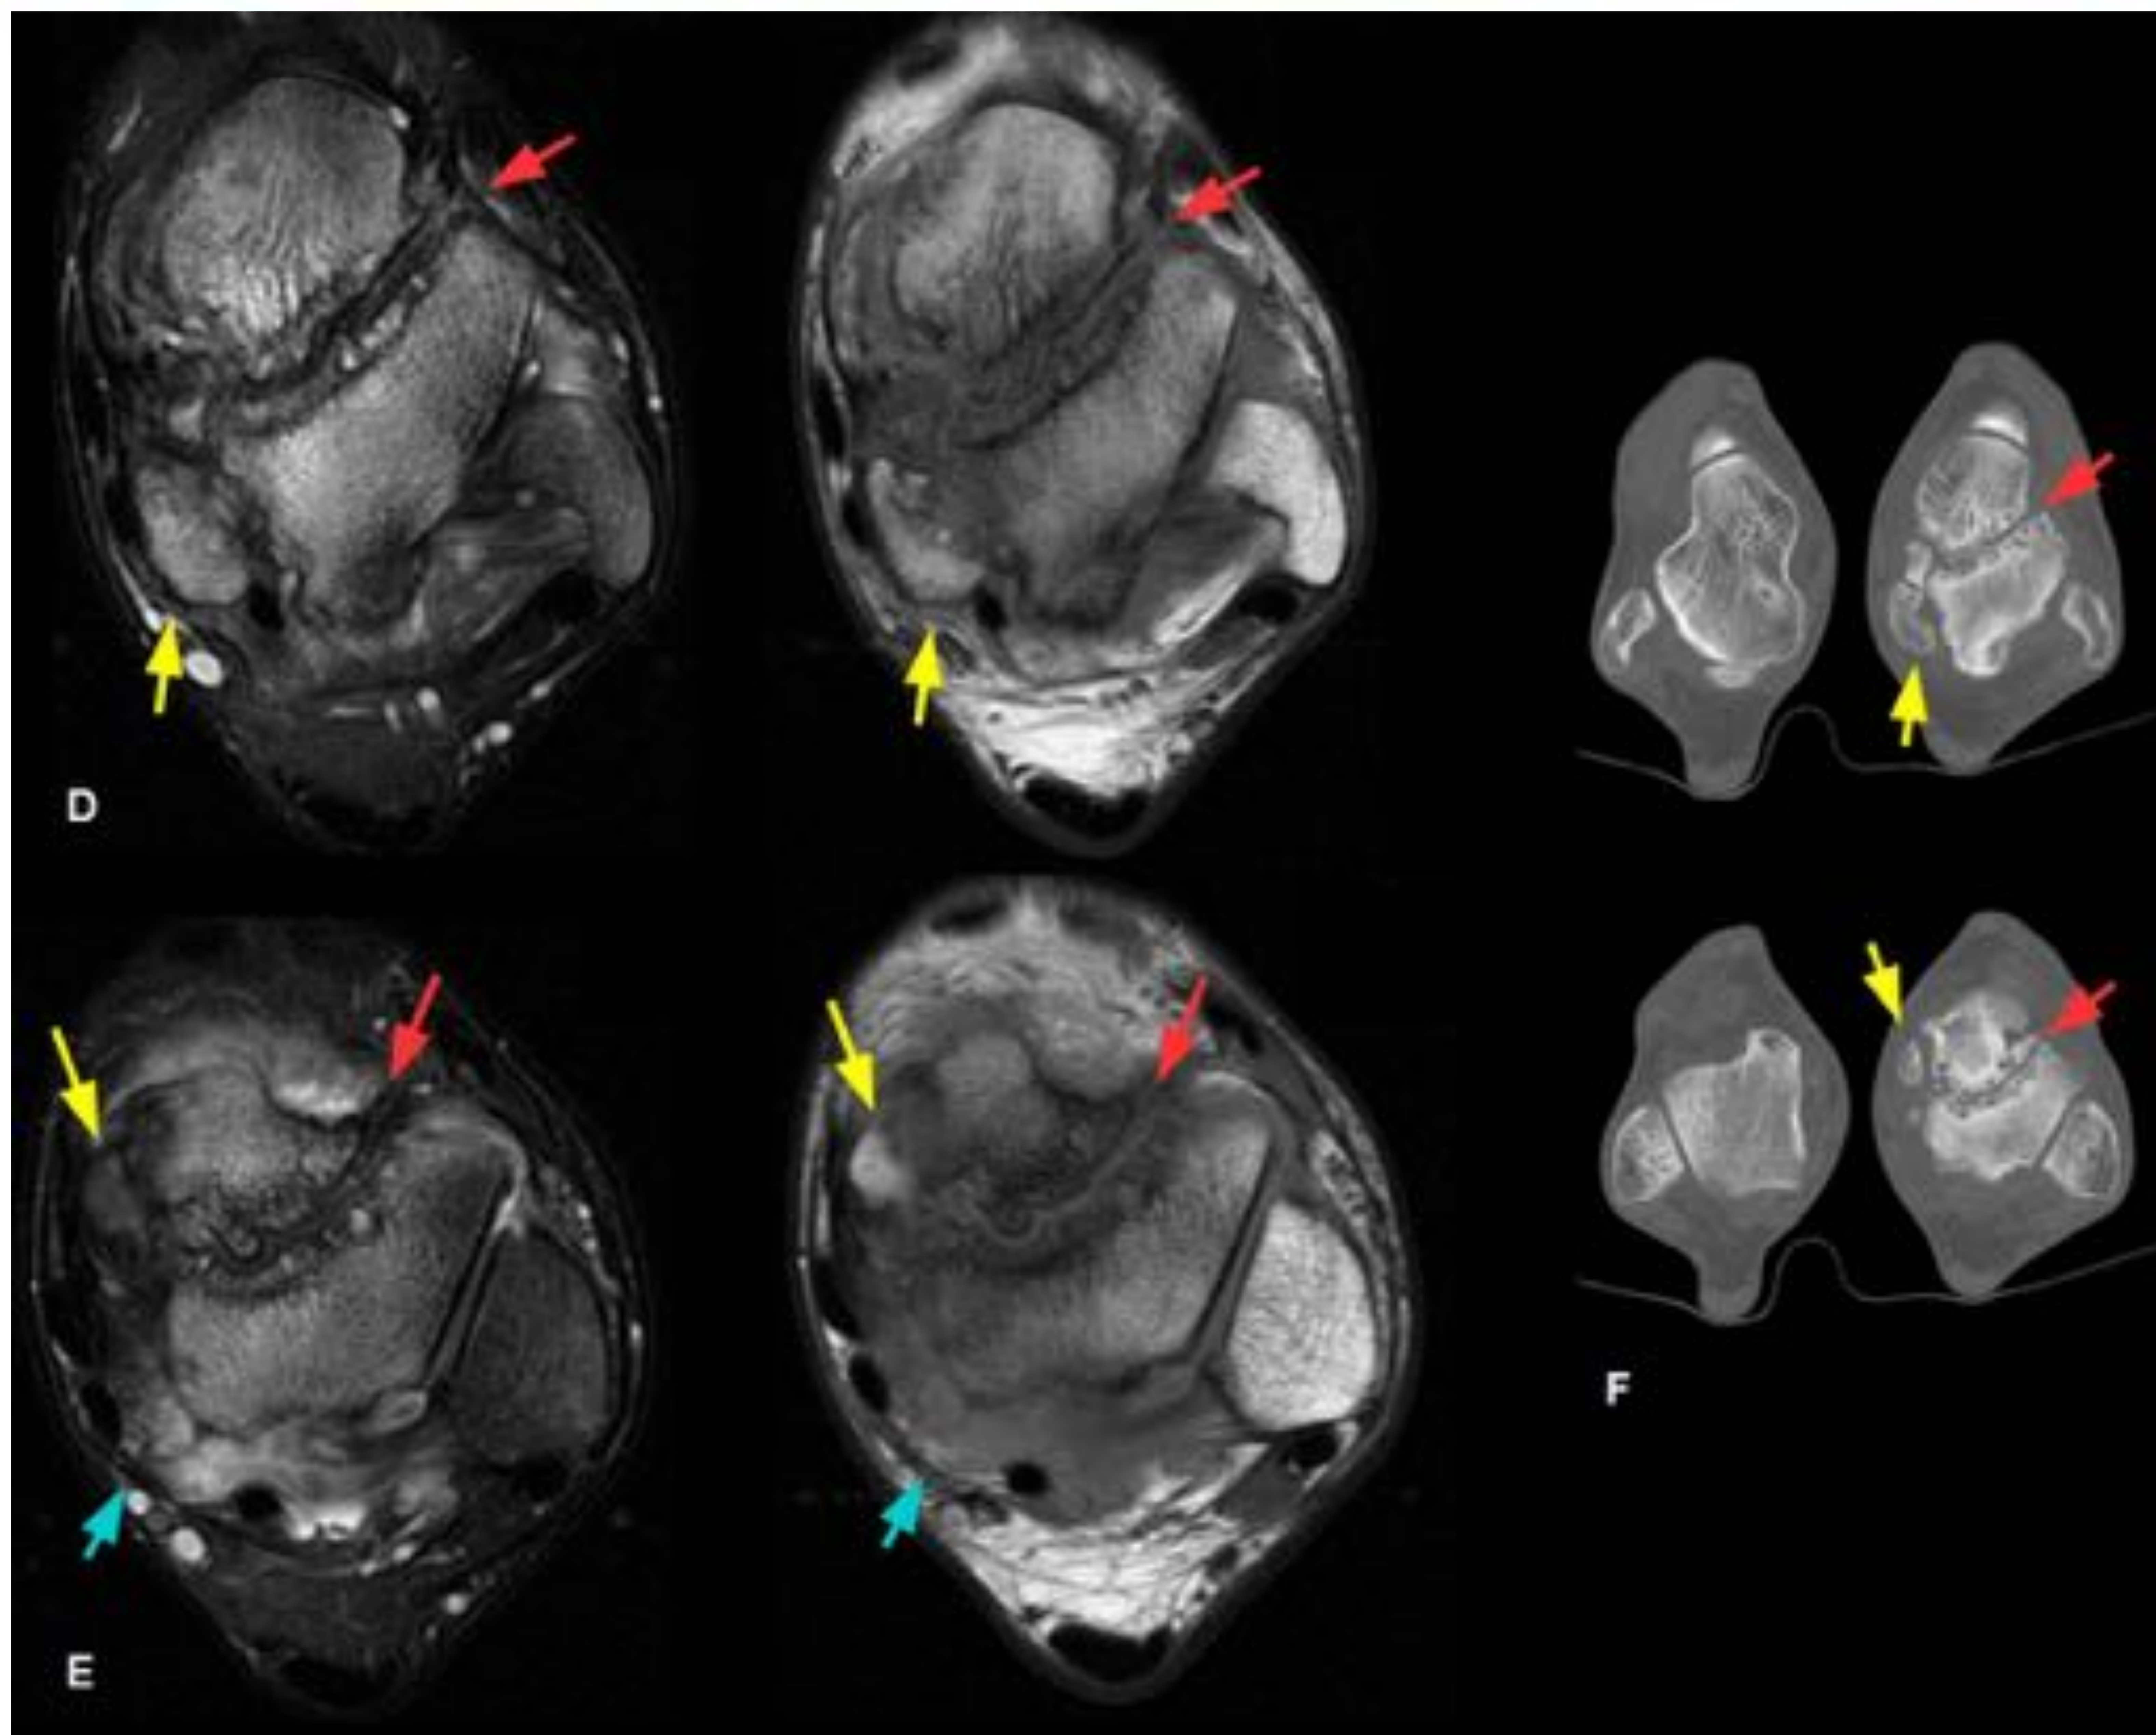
(continuación): Pinzamiento anteromedial y posteromedial. Fractura conminuta no consolidada del astrágalo con edema óseo trabecular. Trayecto principal que se extiende desde la cúpula astragalina hacia el seno del tarso (*flechas rojas*) y gran afectación del margen medial, en el área de inserción del ligamento deltoideo, con desplazamiento de fragmentos óseos (*flechas amarillas*). Sinovitis con ocupación del receso posteromedial (*flecha azul*) entre el tendón flexor largo de los dedos y el tendón flexor largo del dedo gordo. D) T2 FAT-SAT (izquierda) y T1 (derecha) en el plano axial. E) Plano axial en un nivel superior a D. F) TC axial en los mismos niveles que D y E.
